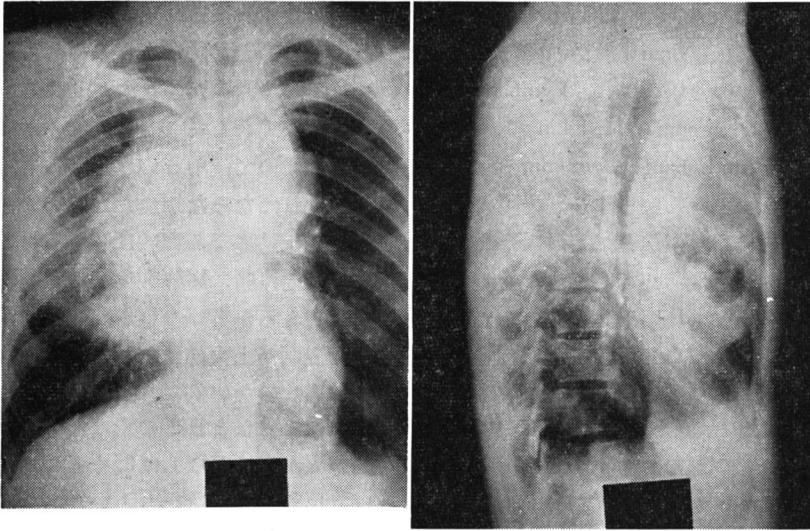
1200rads/8日での胸部X線写真. 右：正面（P→A）左：側面（R→L）
